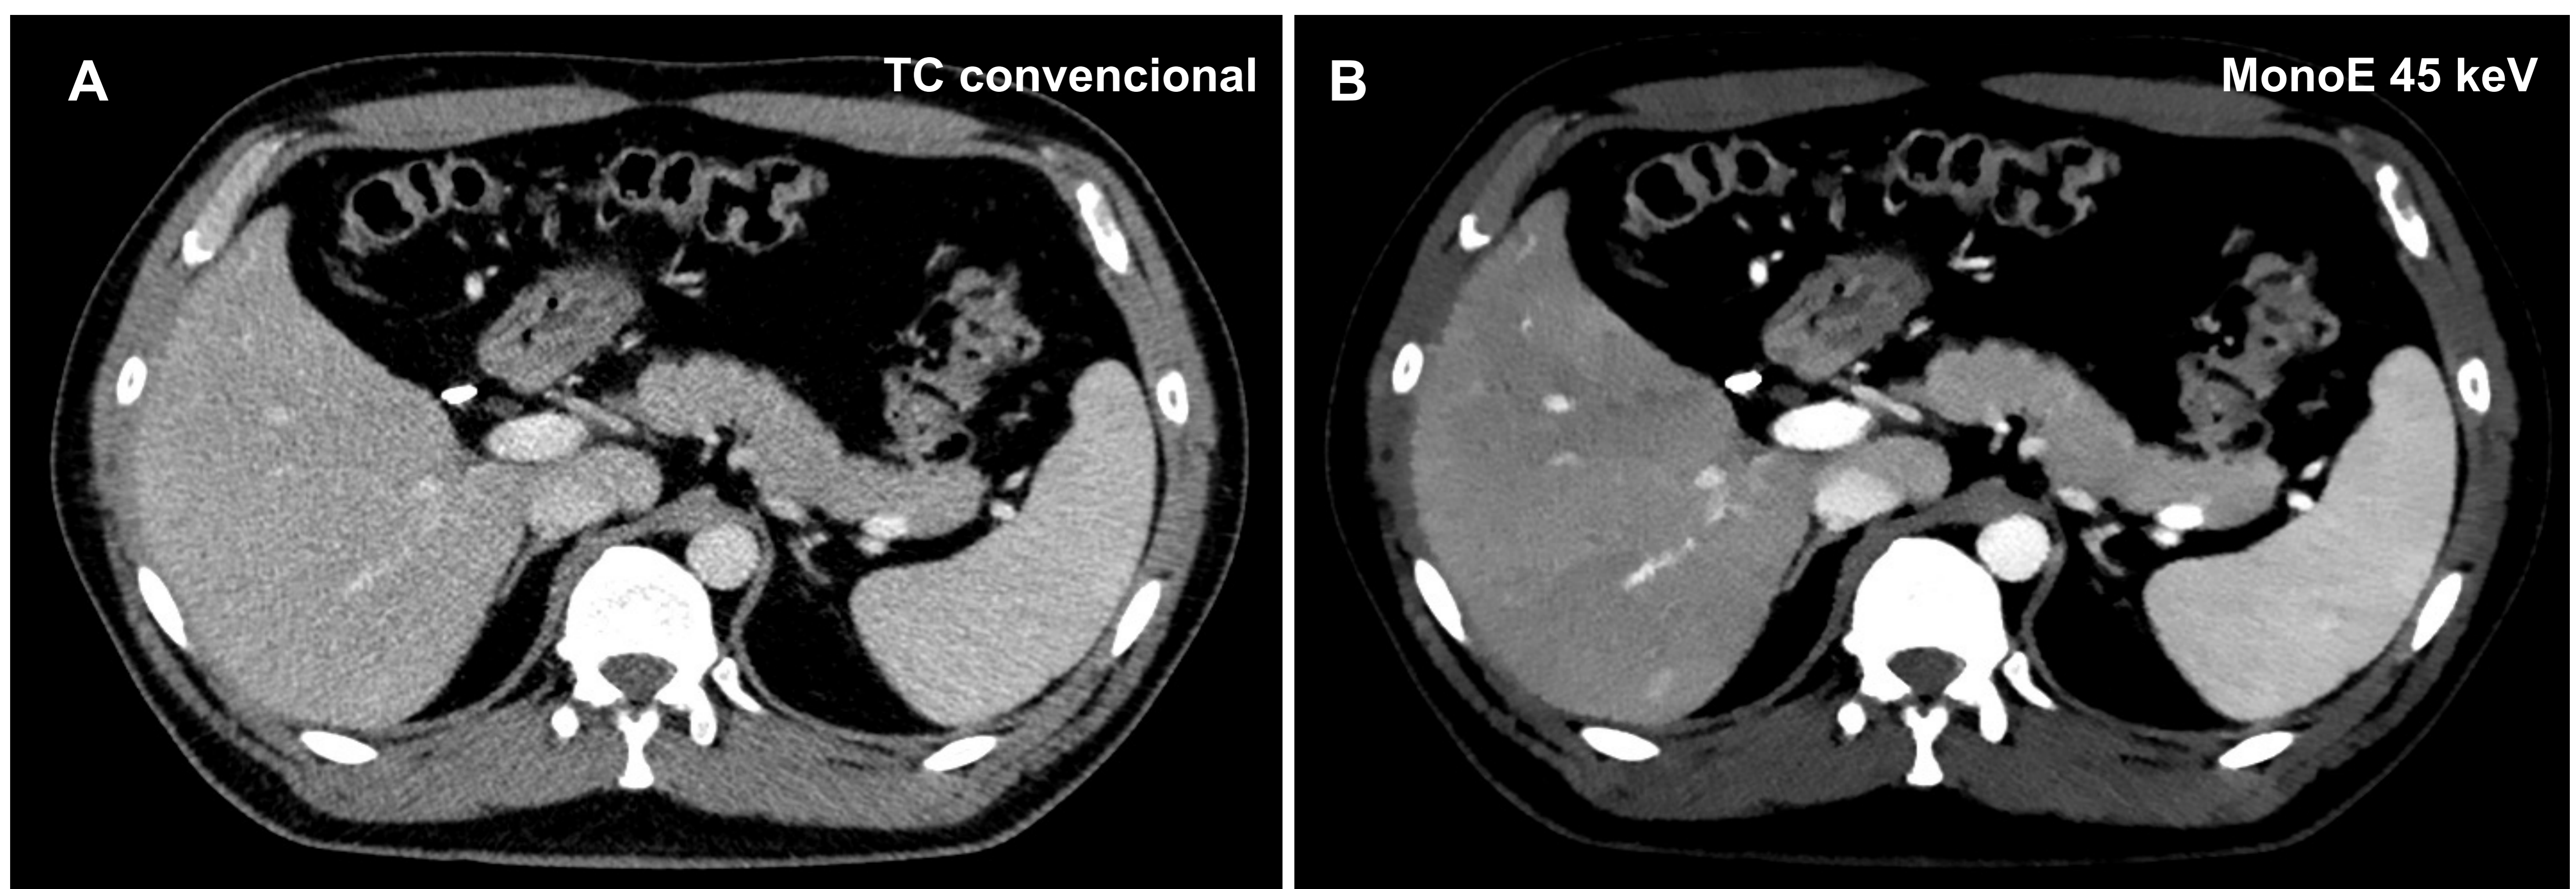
A. Corte axial de TC convencional donde se observa la presencia de contraste en fase venosa. B. Mapa virtual monoE a baja energía (40 Kev) donde se resaltan aquellas estructuras con presencia de yodo como por ejemplo los vasos.
